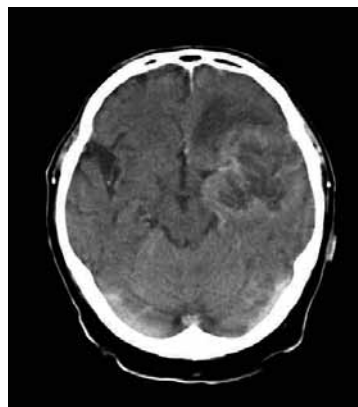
CT mozku postkontrastně axiálně. Mnohočetné metastázy obou temporálních laloků
